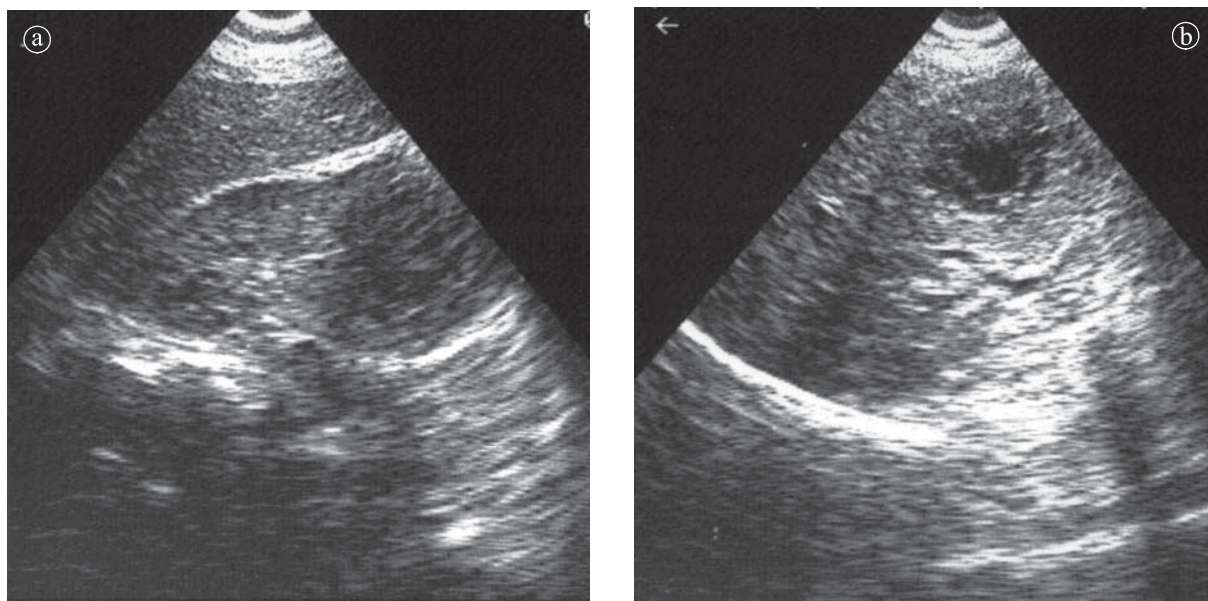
Abces renal. Ecografie a ) secțiune longitudinală. Importantă dilatare a jumătății inferioare a rinichiului care este hipoecogenă și cu dispariția diferențierii corticomedulare. b) secțiune transversală. Imagine transonică centrală, înconjurată de o zonă hipodensă inelară.
